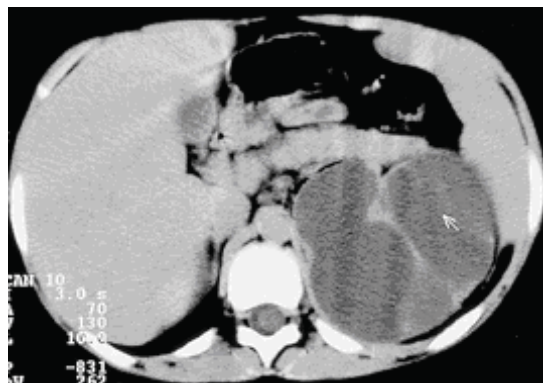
Nefrom multilocular chistic. Secțiuni axiale CT. Masă chistică cu multiple septe care captează contrast.
